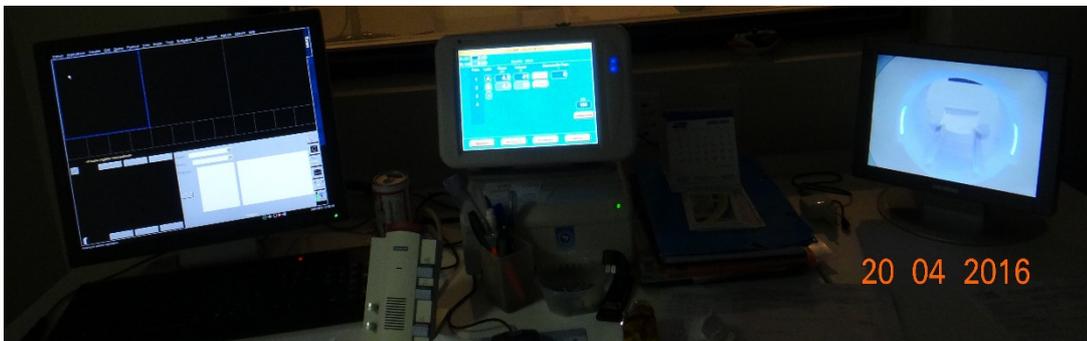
Monitor alta resolução do setor de ressonância para laudos
